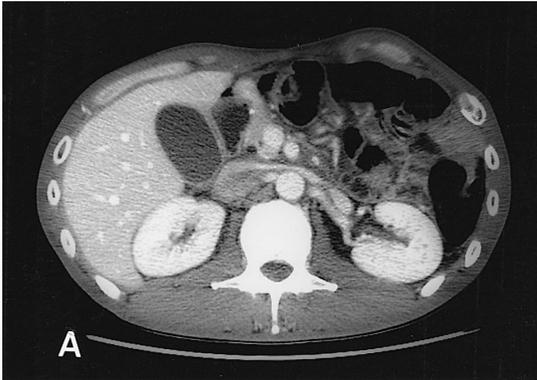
After 3rd cycles of chemotherapy, Abdominal CT scanning showed that a marked improvement of previous seen irregular wall thickening of anastomotic site (A), nearly complete regression of wall thickening in right small and large bowel loops and multiple lymphadenopathy (B).
